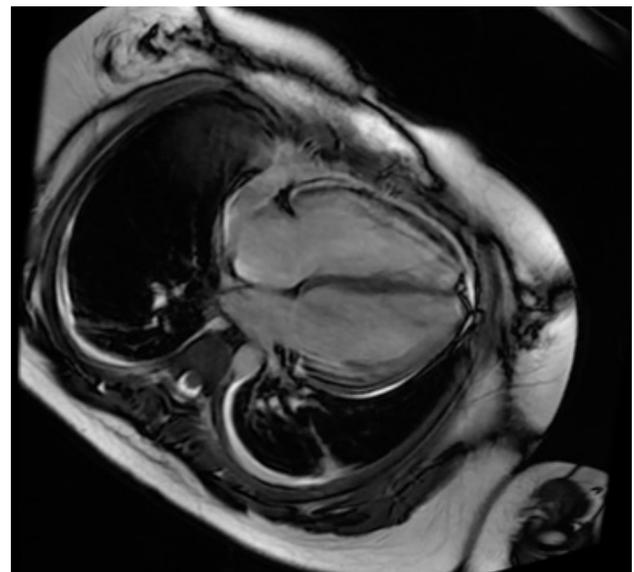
Resonancia magnética cardiaca: imagen en 4 cámaras en donde se visualiza hiperrefringencia en pericardio y derrame pericárdico laminar leve.
